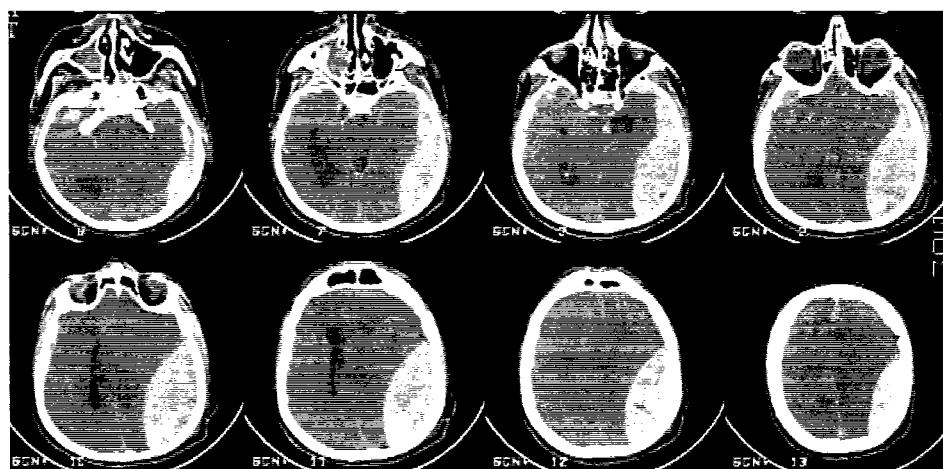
1. 1. Aspect CT de hematom extradural.
